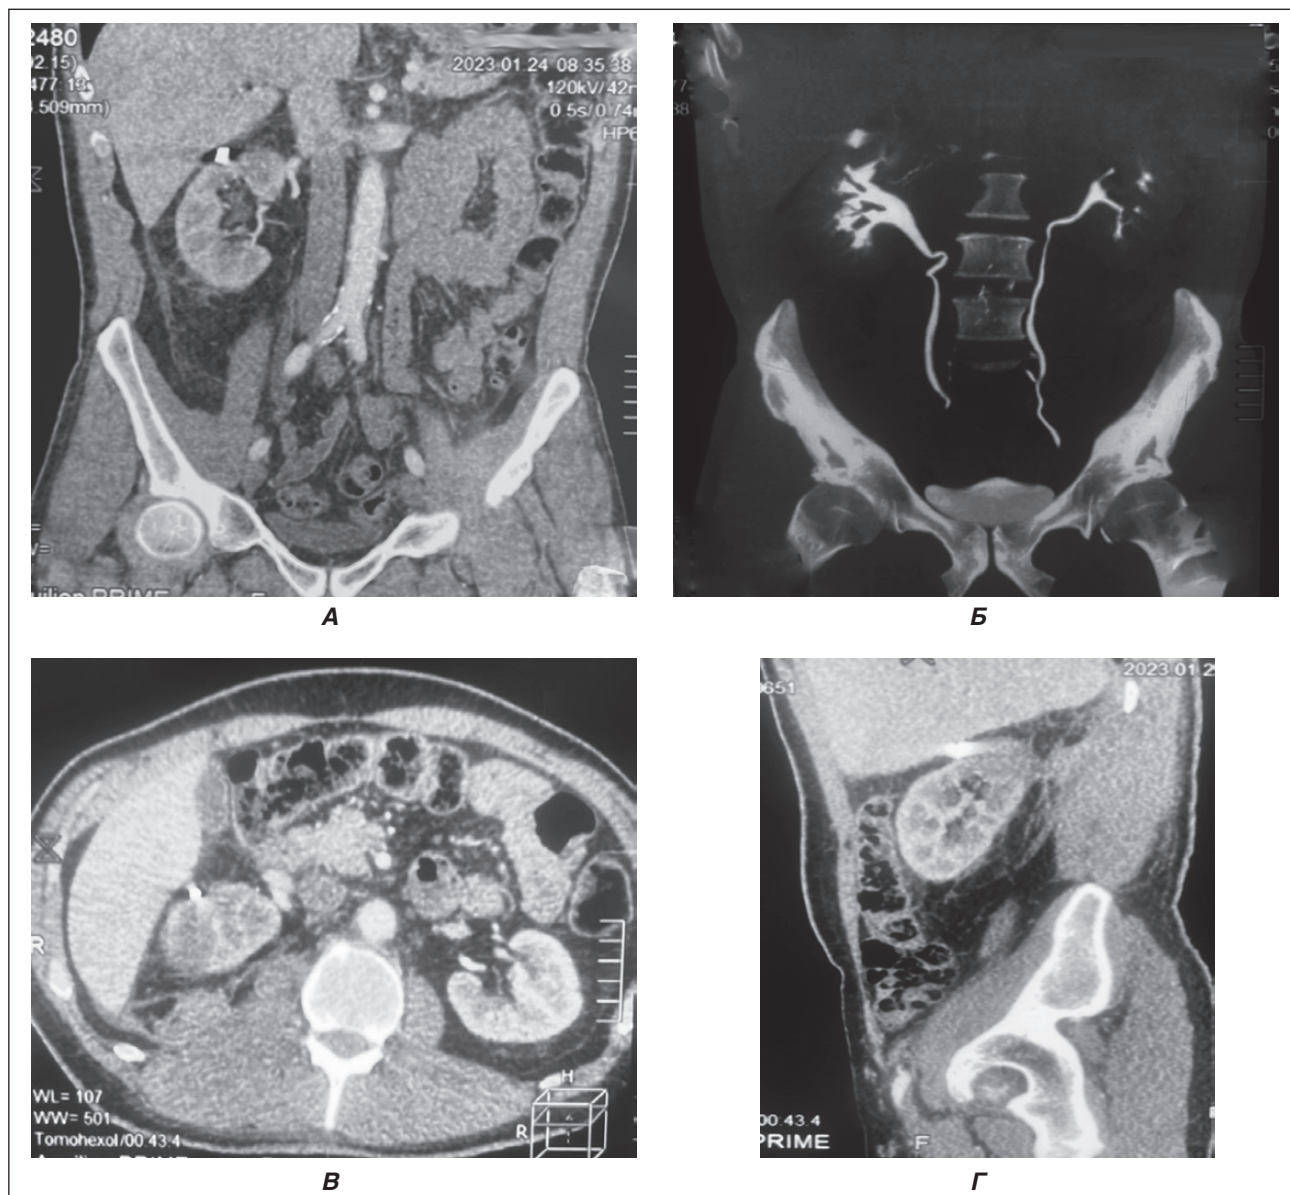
МСКТ пацієнта П., 3-тя доба після поранення: А — коронарна проєкція; Б — коронарна проєкція з контрастуванням (екскреторна фаза); В — аксіальна проєкція; Г — сагітальна проєкція. Візуалізується металевий осколок верхнього полюса правої нирки
